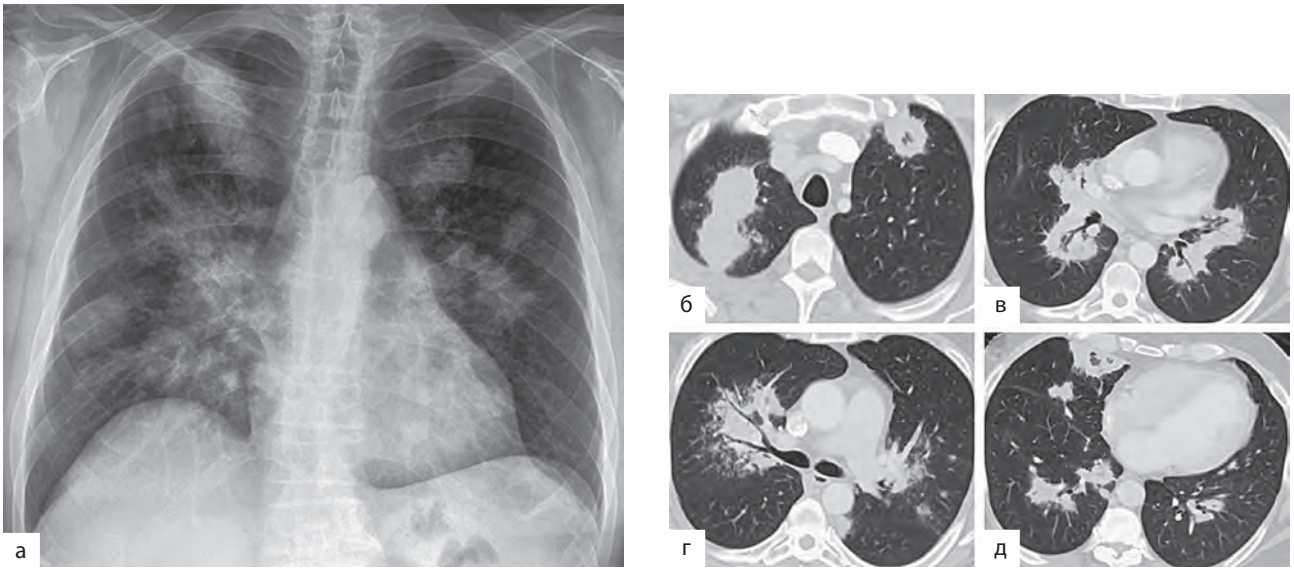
Диагностические изображения при гранулематозе с полиангиитом: а — рентгенограмма органов грудной клетки в прямой проекции пациента с гранулематозом с полиангиитом, многочисленные двусторонние, различного размера легочные узелки; б–д — аксиальная МСКТ органов грудной клетки («легочное окно») подтверждает наличие многочисленных узелков без образования полостей
